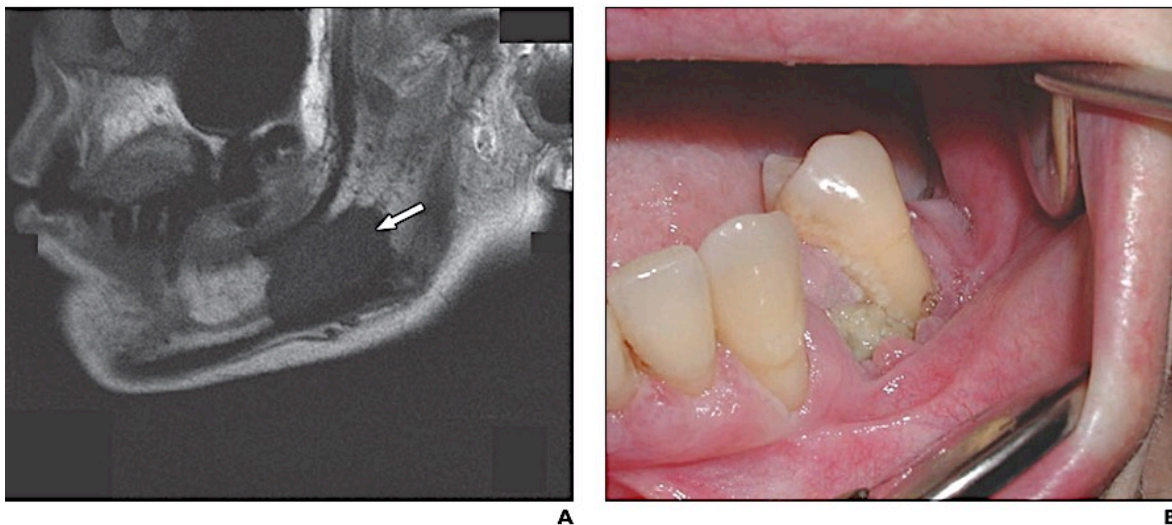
A. Resonancia magnética que muestra una lesión focal de ONM que afecta a la rama mandibular.
